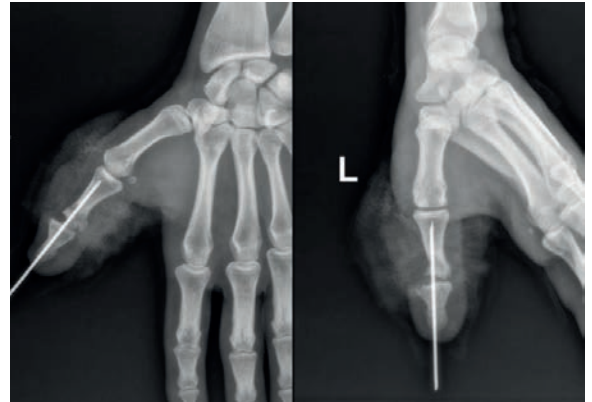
Radiografía al momento del ingreso al Servicio de Emergencia.
